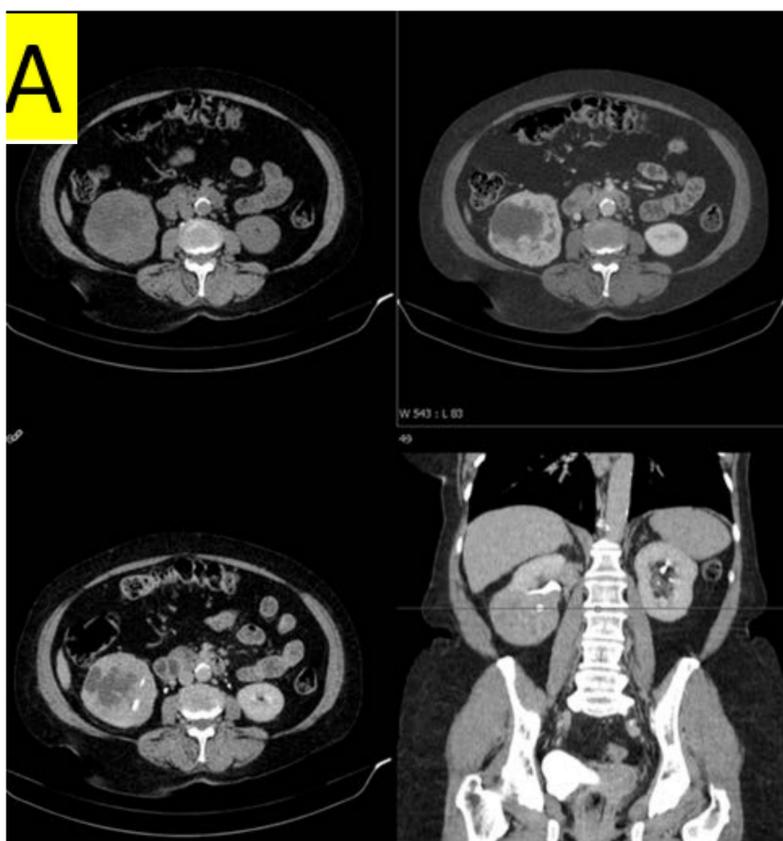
TC abdominopélvico multifásico con reconstrucción coronal (A y B) del mismo caso que la figura 2. Confirma la presencia de una masa en polo inferior renal derecho con extensión vascular a VCI (estrella). El nivel de la extensión a la VCI se delimita con dificultad en TC por lo que se realiza RM (figura 3.2)
